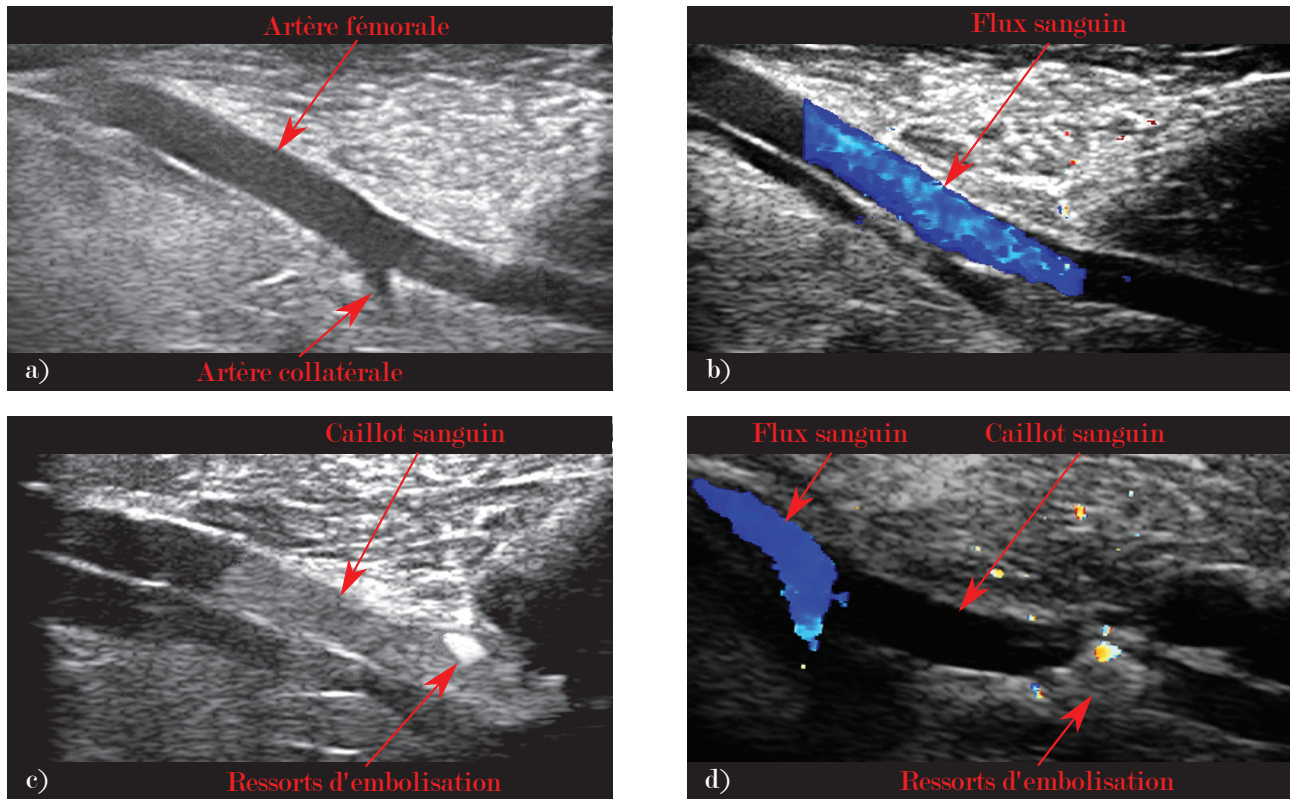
Images échographiques a) d'une artère fémorale saine de brebis et c) d'une artère contenant un caillot sanguin. Doppler couleur b) d'une artère fémorale de brebis saine et d) d'une artère contenant un caillot sanguin.
